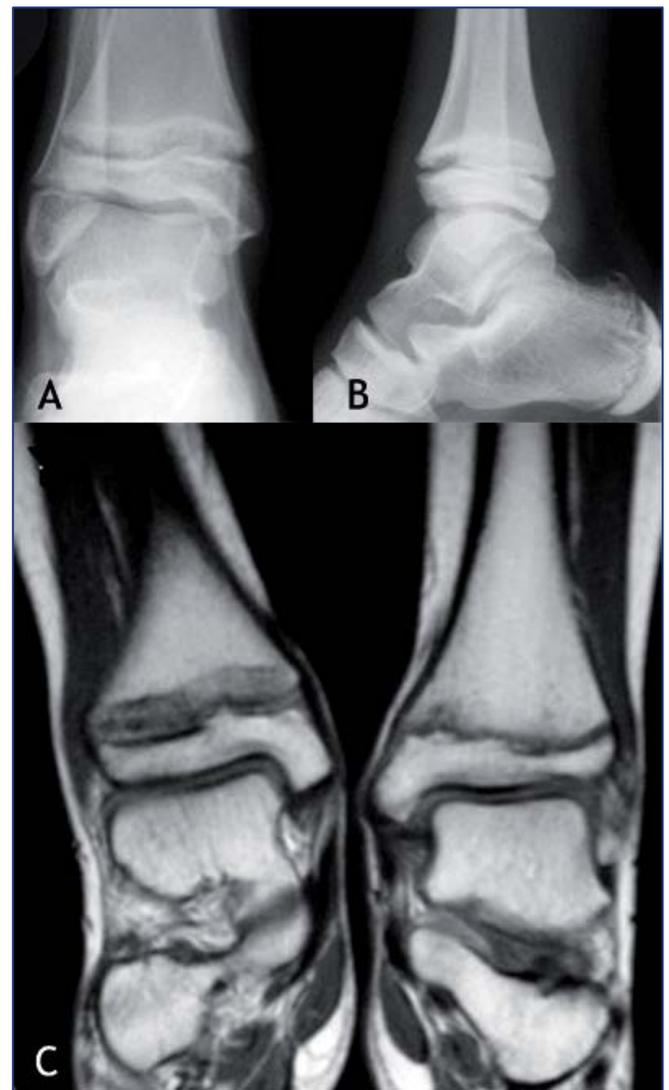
(A-B) Radiografía AP y lateral de epifisiolisis crónica de tobillo tipo I en varón de 10 años jugador de fútbol (C) La RNM que muestra una anchura significativa de la fisis
